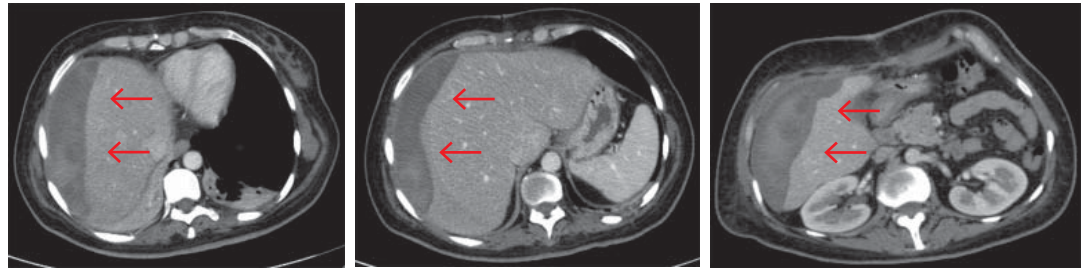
Tomografía de abdomen: postoperatorio se observa hematoma en los segmentos VI-VII y parte del VIII.
